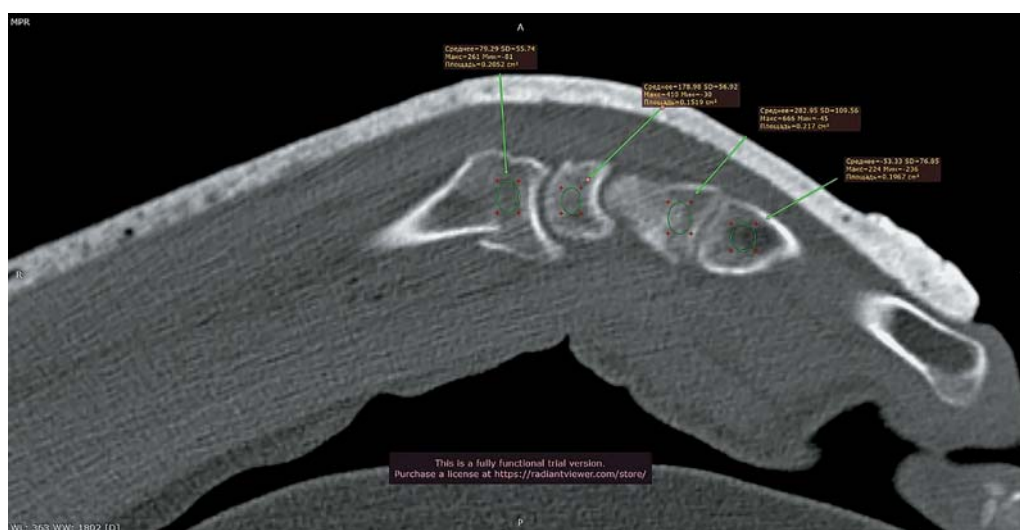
КТ. Перелом дистального эпиметафиза правой лучевой кости со смещением отломков. 1 нед после перелома. В зоне перелома плотность составляет от 81 до 261 HU.
